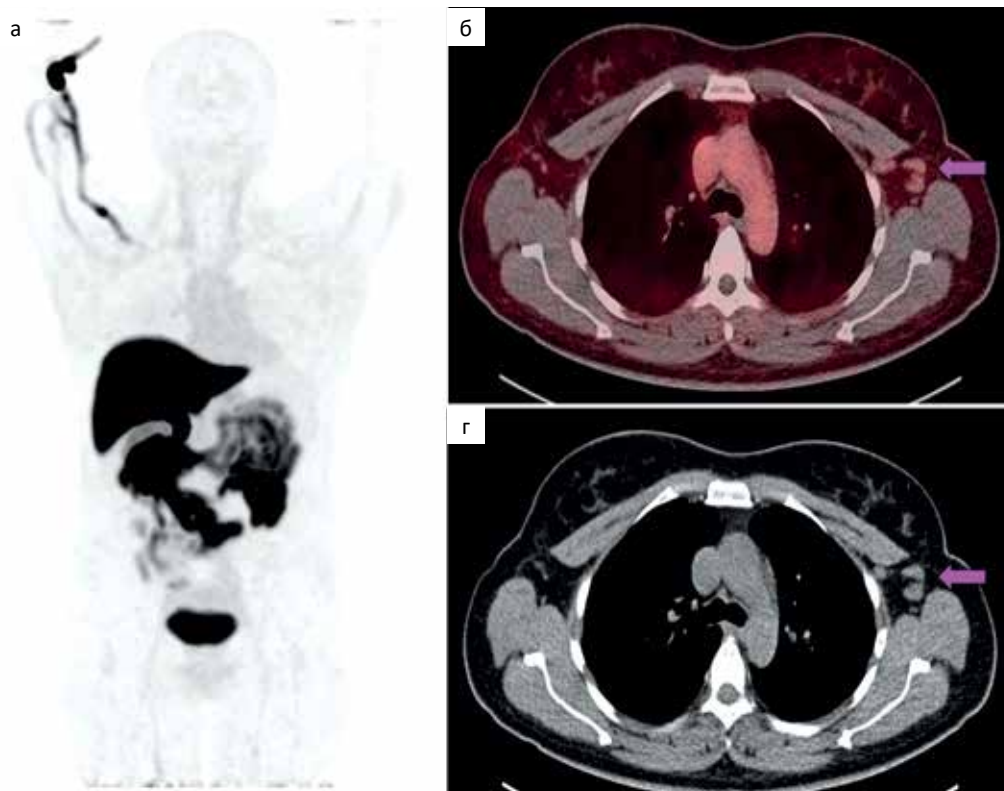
Пациентка О. Рак левой молочной железы. РЭ 7+, РП 2+, Her2neu 1+, Ki67=7 %. Прием тамоксифена в течение 30 сут до исследования. а — МIP (проекция максимальной интенсивности) изображение ПЭТ с ^{18}F -ФЭС; б — комбинированные ПЭТ/КТ-изображения с ^{18}F -ФЭС; в — КТ-изображение с контрастным усилением. Патологическое накопление ^{18}F -ФЭС в увеличенных до 17×11 мм подмышечных лимфоузлах слева не выявлено, SUV_{max} 0,78
